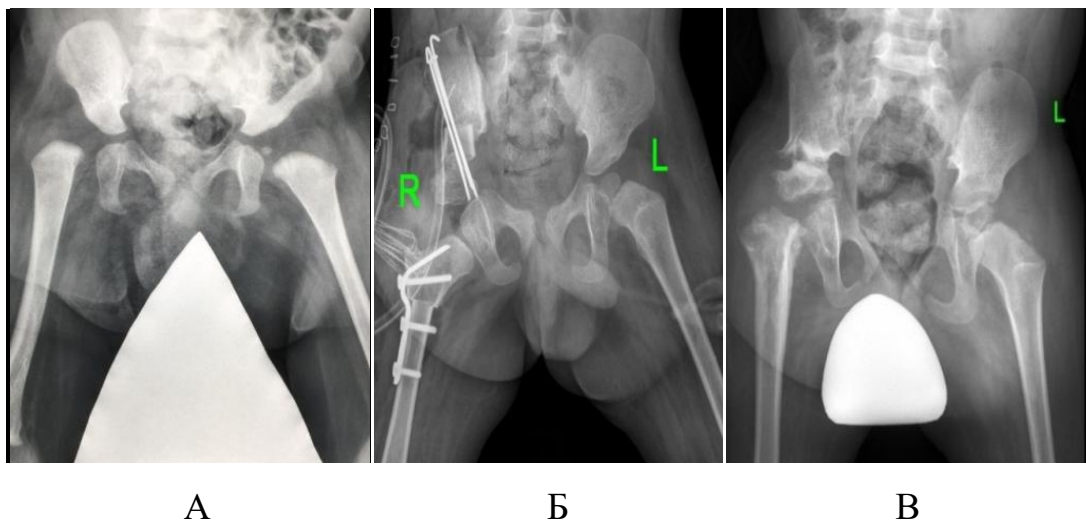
Результат рентгенографии ТБС в прямой проекции пациента М., 2014 г.р. (и.б. №17/0599, №20/1057), диагноз амиоплазия, правосторонний вывих бедра, отводящие контрактуры ТБС: А – до лечения; Б – интраоперационно после ОВБ, КОБ, ПОС; В – через 2 года после ОВБ в сочетании с КОБ, ПОС
